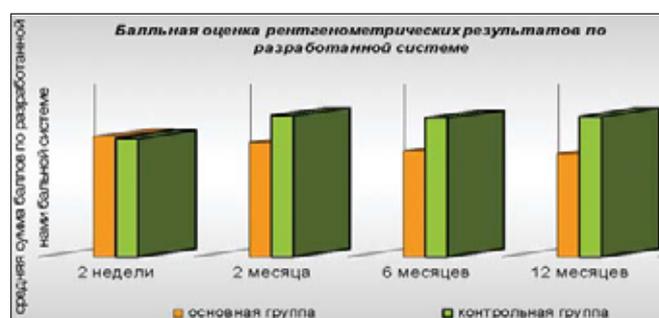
Динамика изменения средних показателей рентгенометрических результатов у больных основной и контрольной групп.
